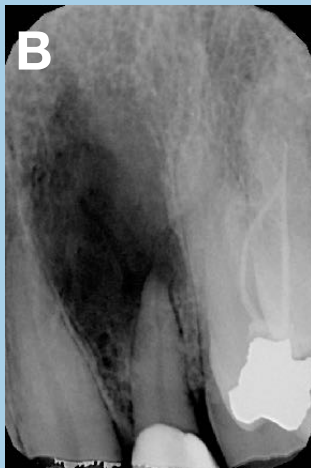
Pruebas radiográficas A) Ortopantomografía B) Radiografía periapical lesión radiolúcida 21 C) Radiografía periapical Tratamiento de conductos en 24 D) Tto. Conductos en 36 E) Tto. Conductos en 12
